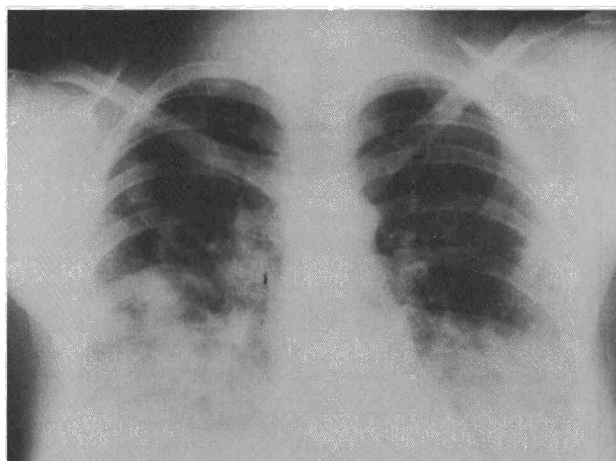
Radiografía de tórax de la paciente a su ingreso en la que objetiva la existencia de un infiltrado alveolar bilateral que confluye en nódulos con derrame pleural bilateral.
